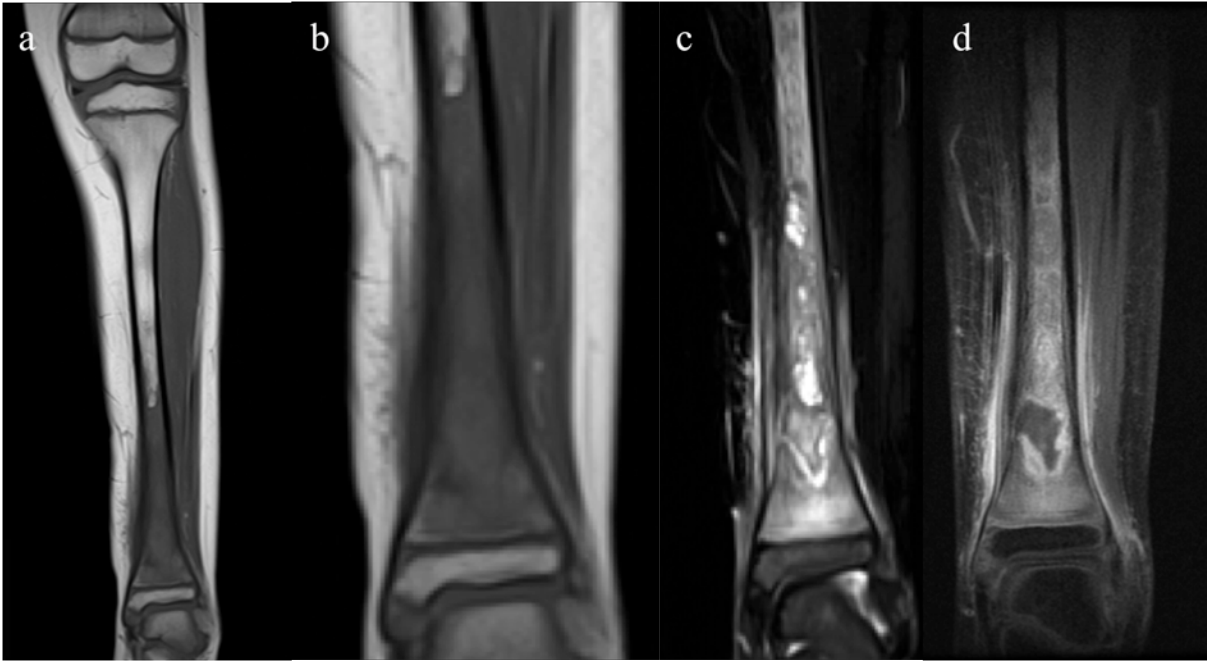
IRM pré chimiothérapie séquence coronale T1 (a et b), STIR (c) et séquence injectée (d)
